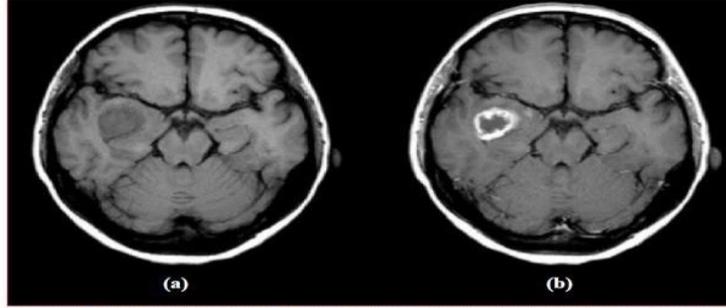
MR image to diagnose tumor in the brain without contrast agent (a) and with contrast agent (b).
